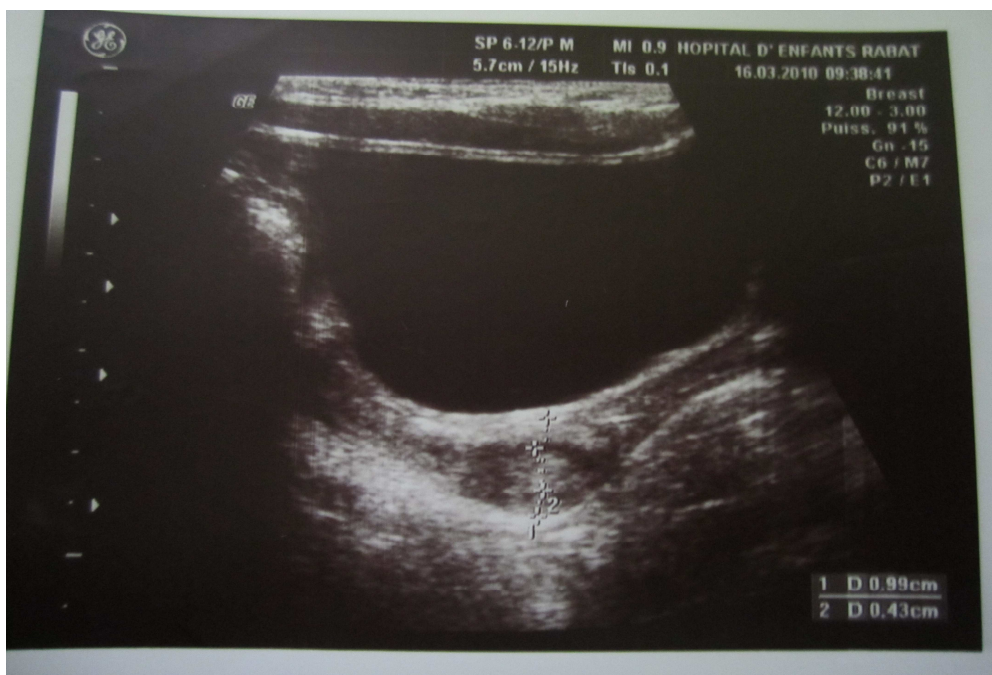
échographie pelvienne montrant un col utérin épaissi
